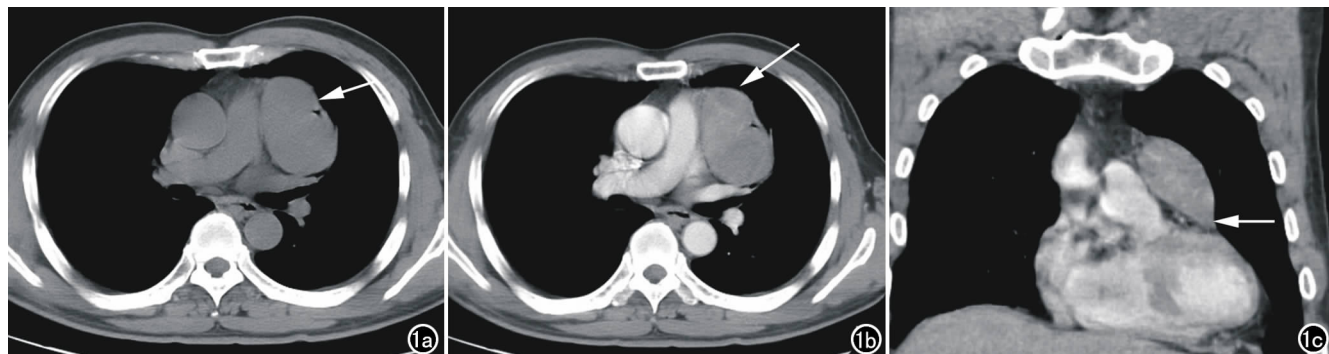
纵隔面胸膜孤立性纤维性肿瘤。a) CT 平扫示椭圆形肿块, 边界光整, 密度均匀(箭); b) CT 增强扫描示肿块不均匀强化(箭); c) MPR 重组图像示肿块宽基底贴附于纵隔面胸膜, 锐角相连(箭)。
